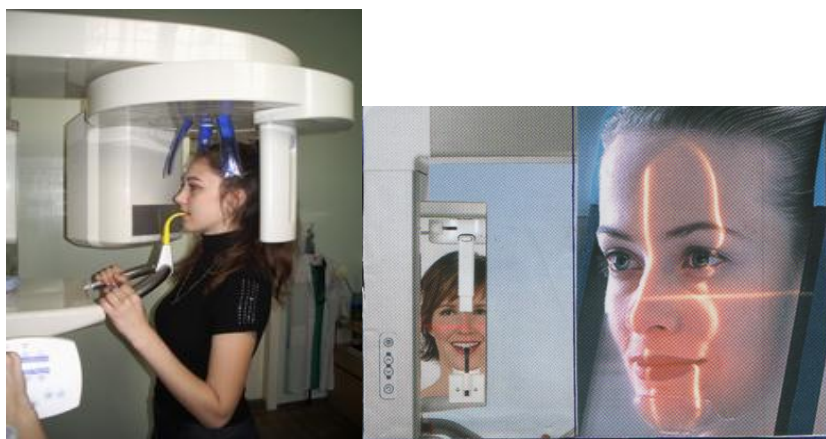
Световые центраторы пантомографа
